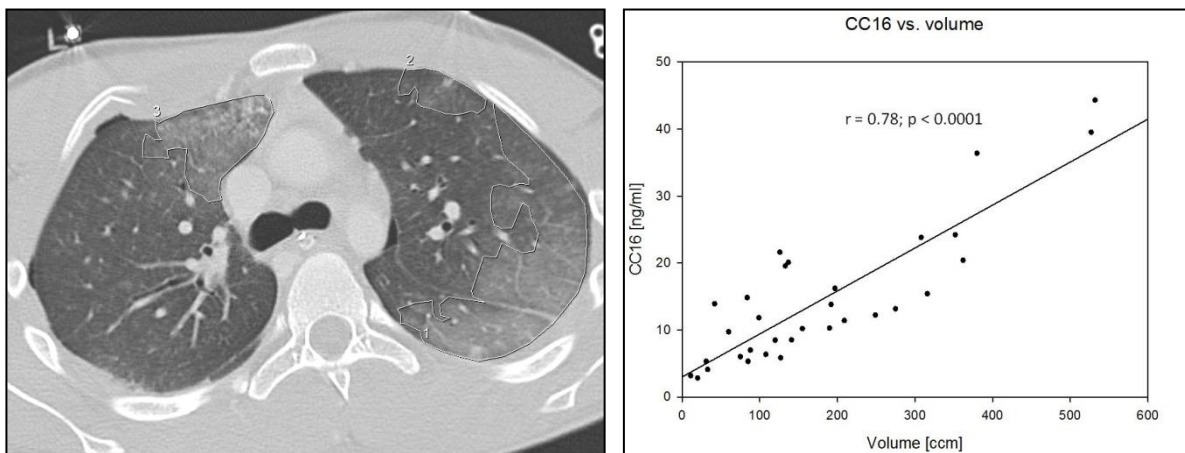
Korrelation zwischen dem Volumen der Lungenkontusion im initialen CT-Traumascan (links) und den Serumwerten von Clara Cell Protein 16 (rechts) aus [10]
